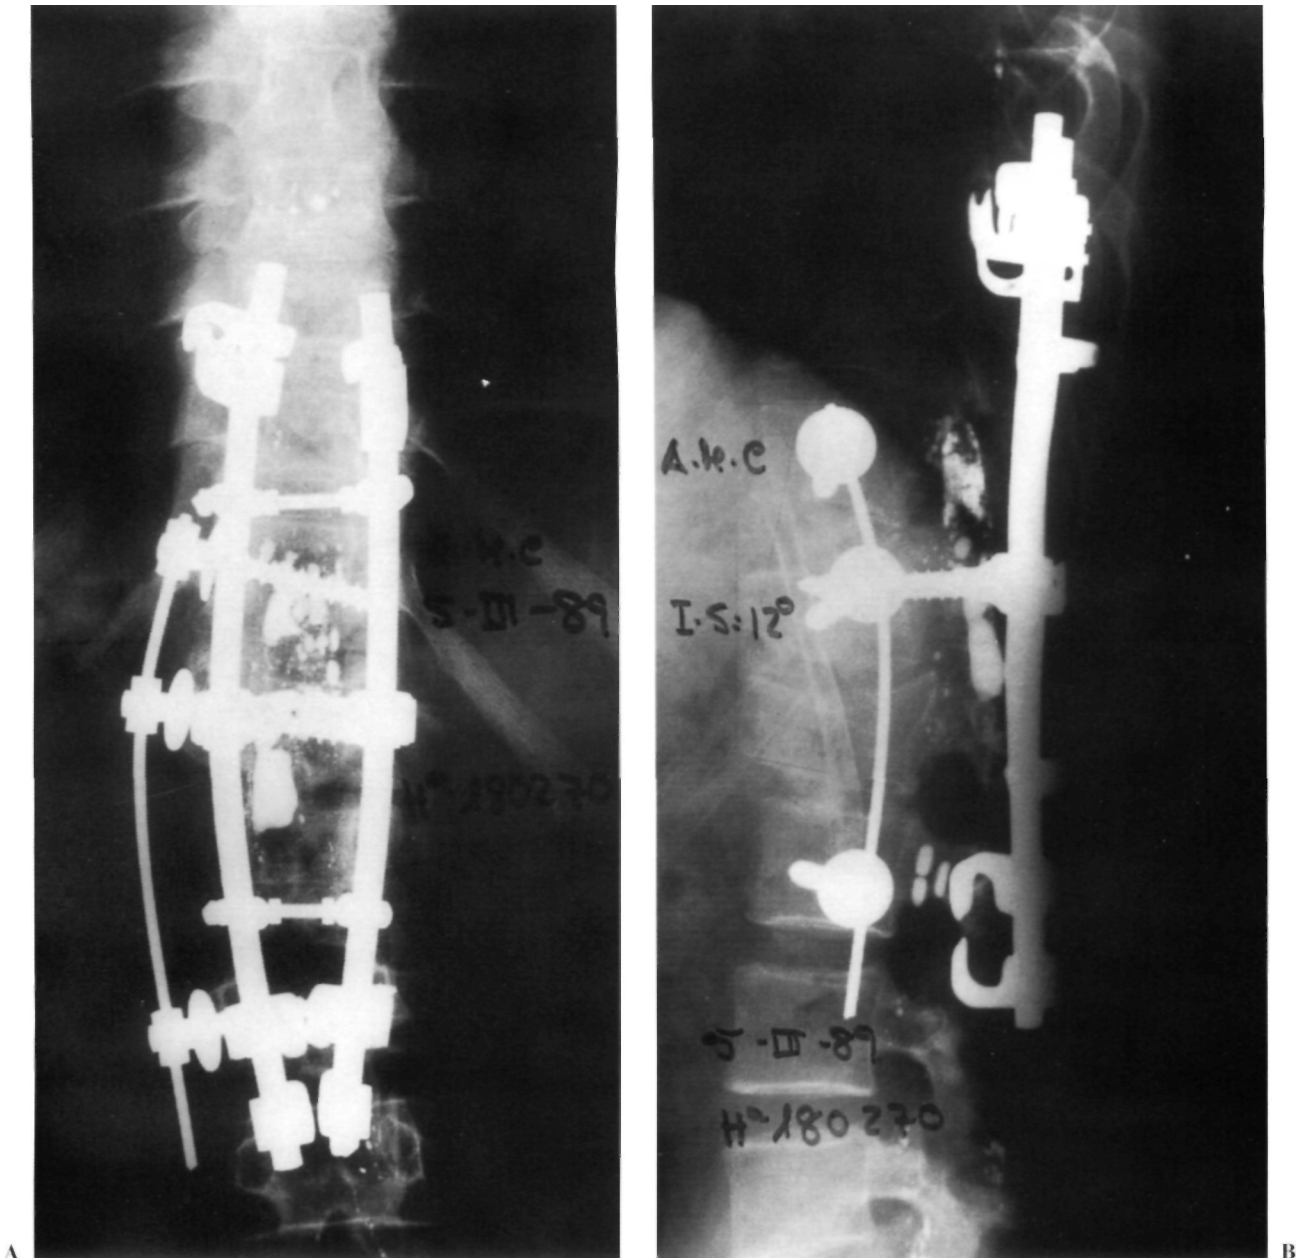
A) y B) Radiografías AP y L del raquis del mismo enfermo donde se aprecia artrodesis circunferencial (Zielke+CD) con cifosis angular de 12° (Febrero 1989).
